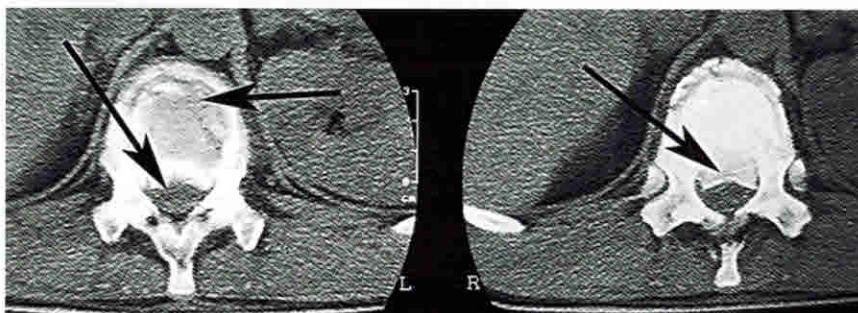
КТ грудного отдела позвоночника в аксиальных проекциях. Компрессионно-осколчатый перелом  $T_{XII}$ . На левом снимке левая стрелка указывает на деформированный позвоночный канал, правая стрелка указывает на костные отломки сломанного тела  $T_{XII}$ . На правом снимке стрелка указывает на костный отломок, который сместился и деформировал позвоночный канал
